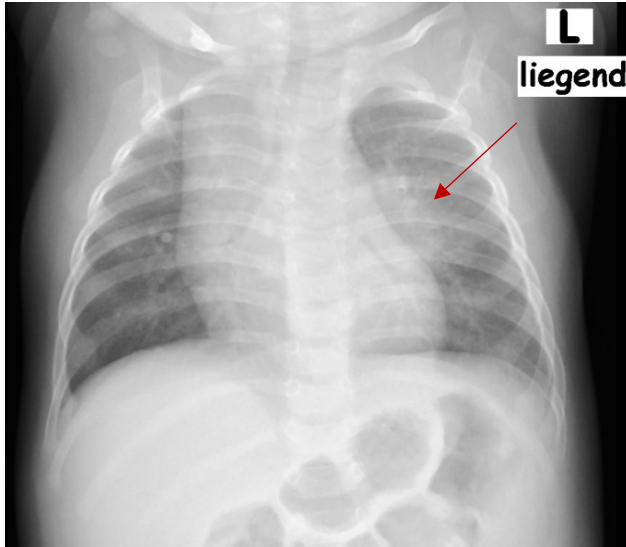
Röntgen Thorax in a.p. Strahlengang vom 17.03.2018, fünfmonatiges Mädchen: pathologische Hilusvergrößerung links (Pfeil).
